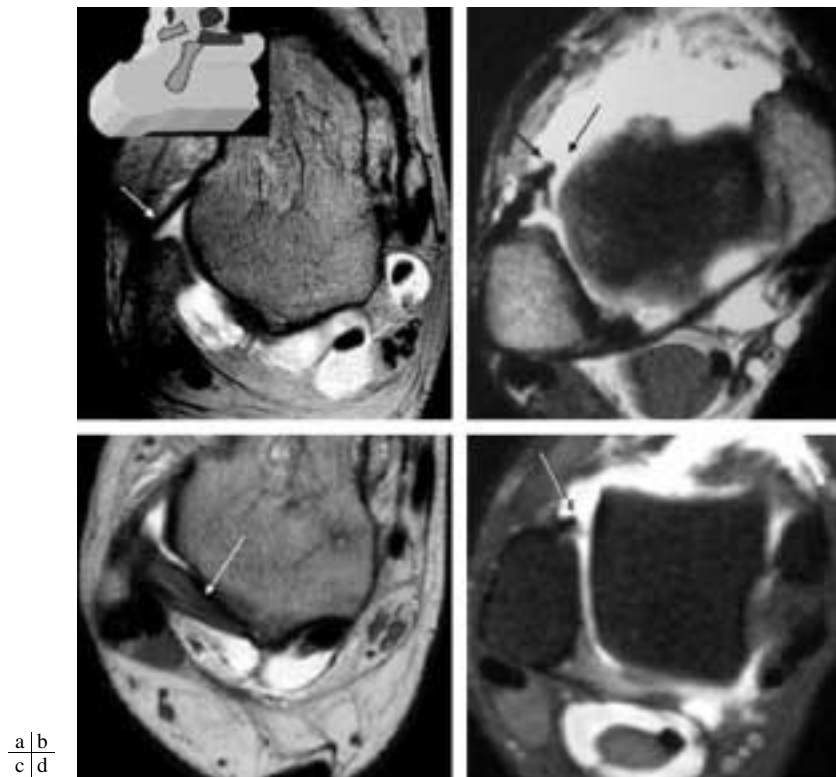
Aspects arthro-IRM de rupture ligamentaire. a) Faisceau talo-fibulaire antérieur normal. b et d) Ce même faisceau rompu. c) Faisceau talo-fibulaire postérieur épaissi mais non rompu.
